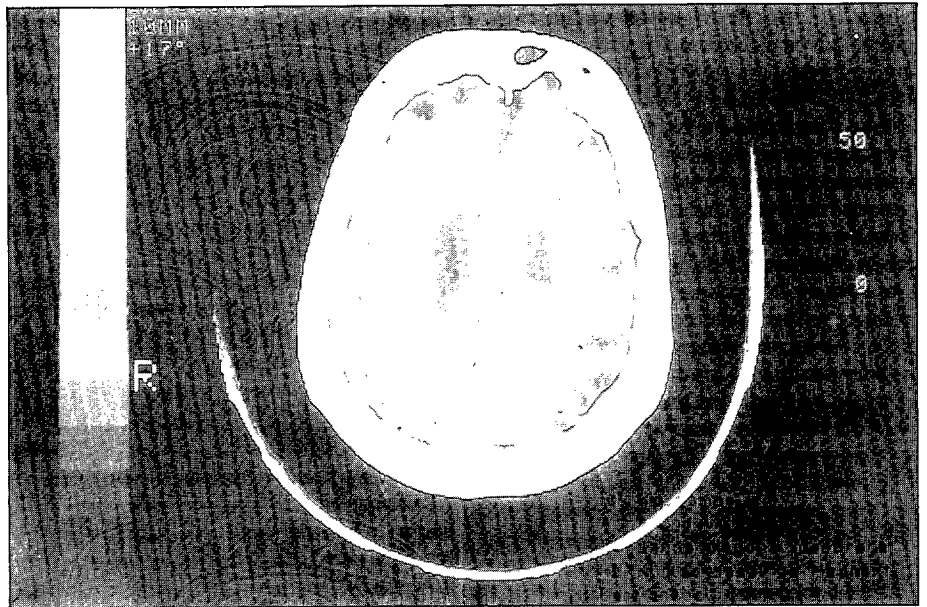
TAC de paciente con EA. Atrofia de predominio cortical.
